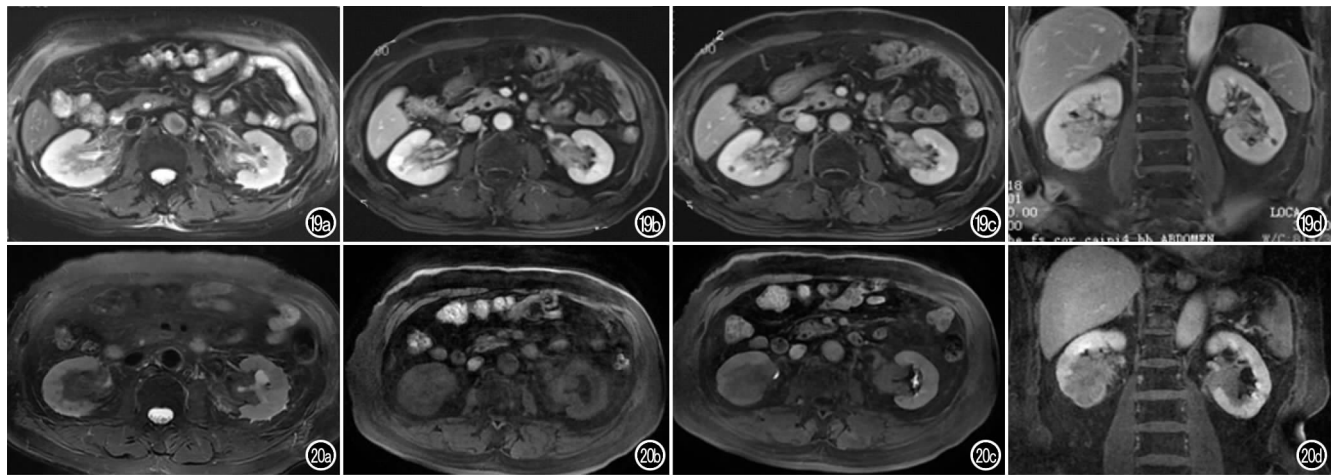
患者,男,79 岁。a~d)增强 MRI 示双侧肾盂壁不规则增厚明显。图 20 患者 9 个月后复查 MRI。a~d)双肾盂病变加重,肾盂壁明显增厚。
